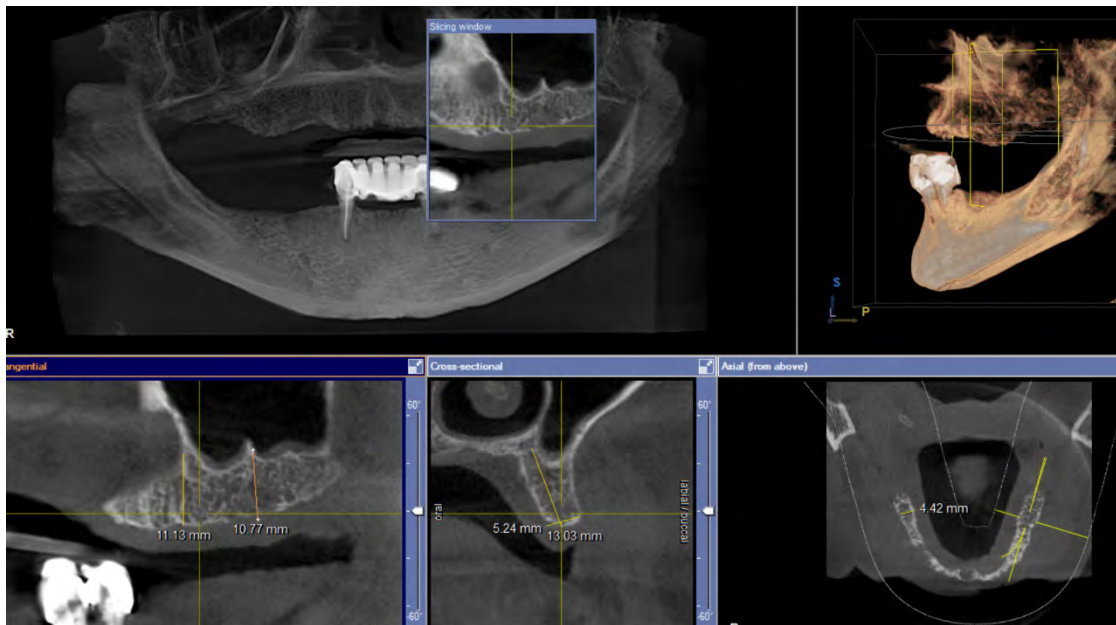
Prerje e CBCT dhe distancat në zonën distale maksilare majtas.
